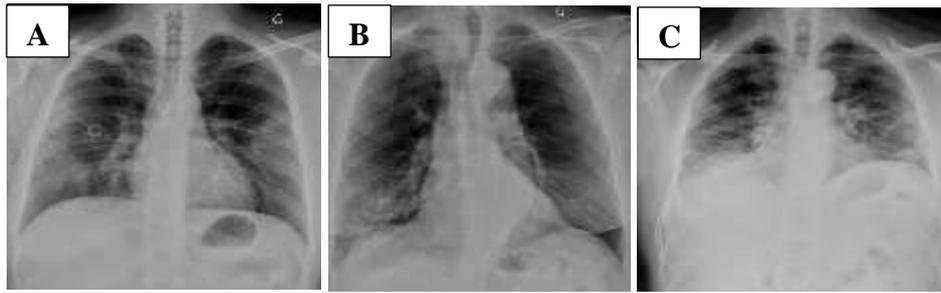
Radiographie de face du thorax de 3 malades de Covid-19:Verre dépoli ddc(A), infiltrats basaux asymétriques D>G (B), Condensations et opacités en bandes ddc (C).
